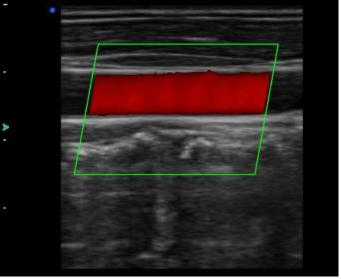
Modo color doppler (MCF)
